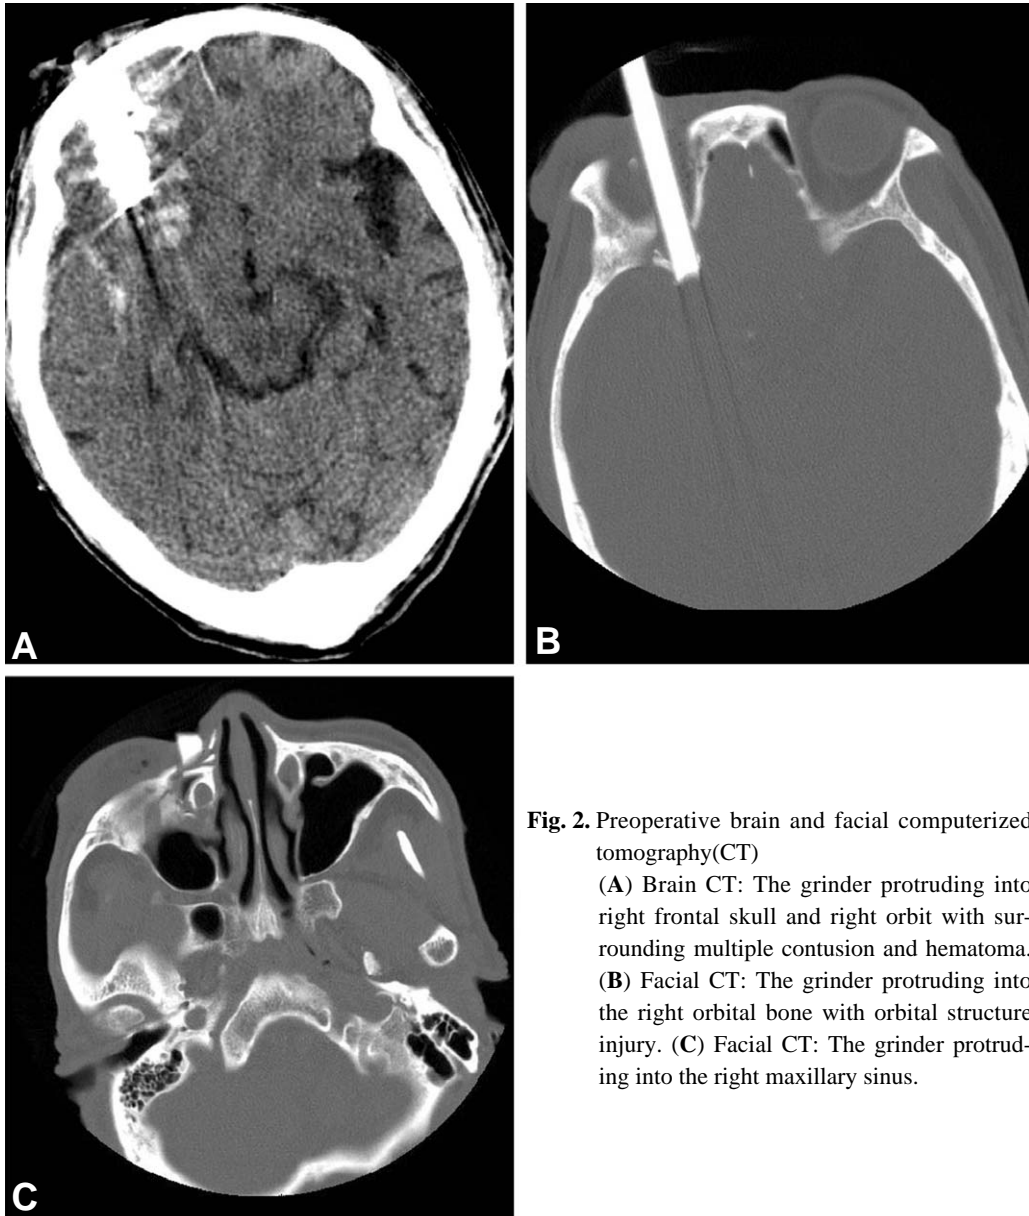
Preoperative brain and facial computerized tomography(CT)
